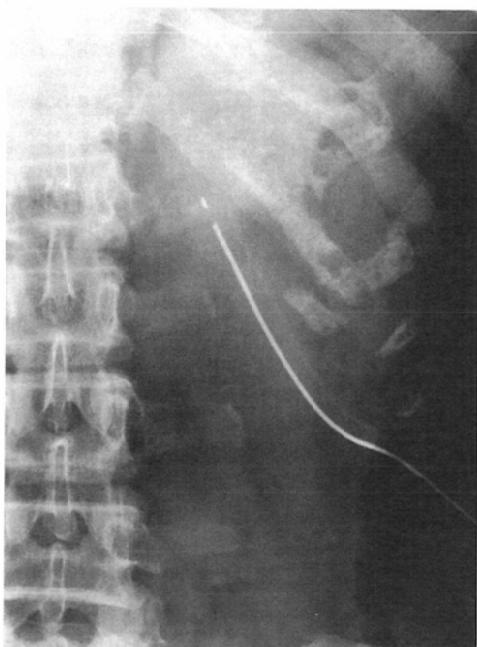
There was no complication at the time of PNL. Abdominal radiograph after PNL shows no residual stones.
